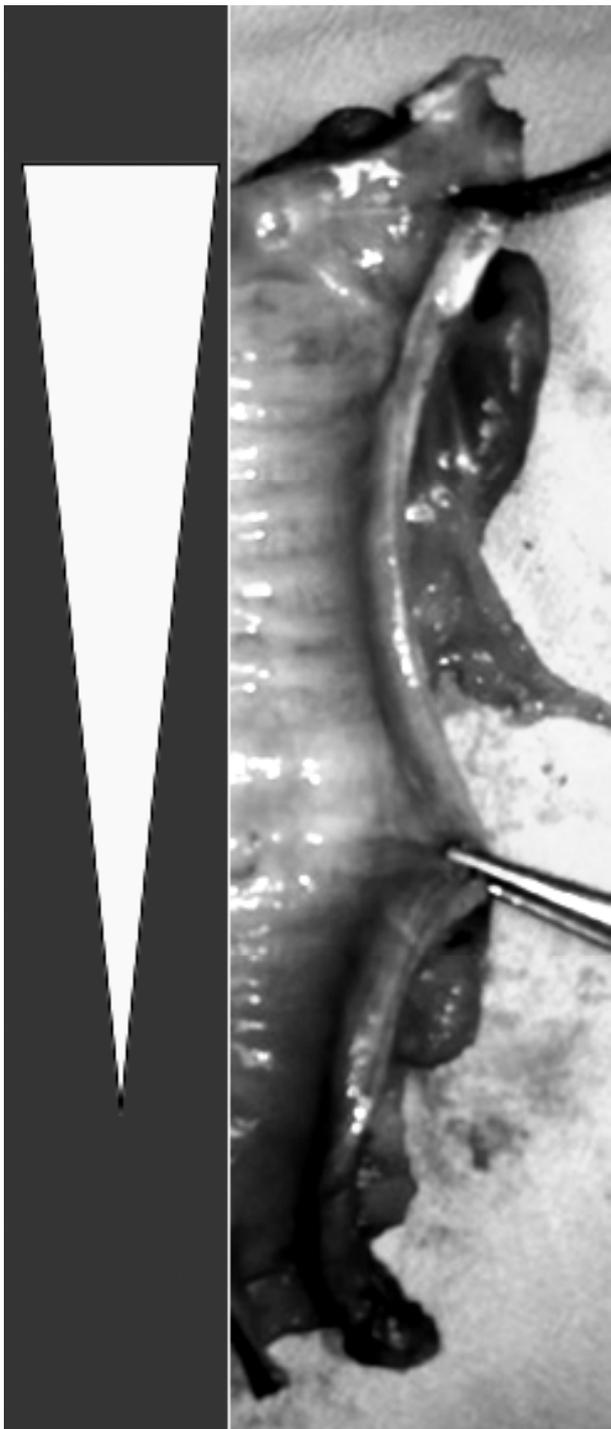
Территория перфузии трахеи нижними щитовидными артериями
